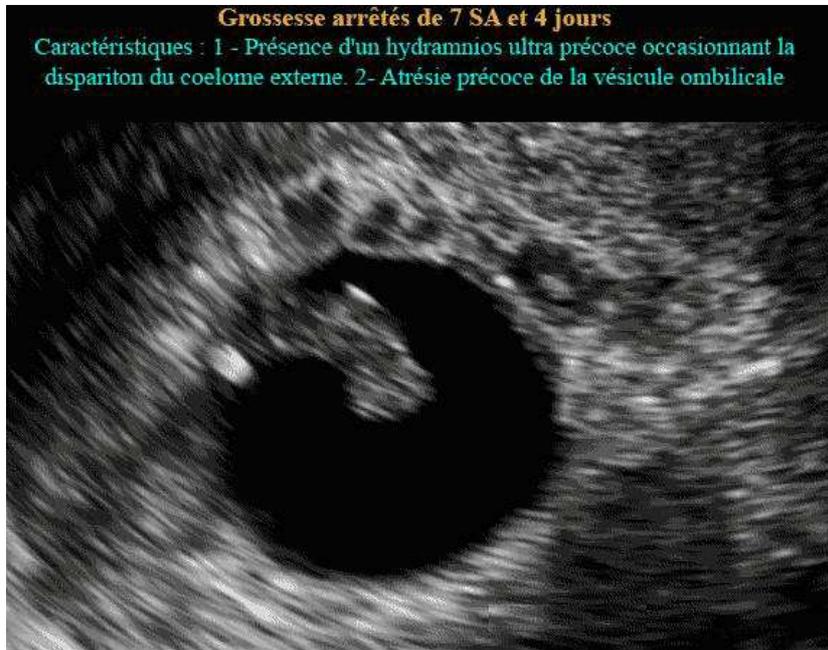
Image échographique d'une grossesse arrêtée.[44]
